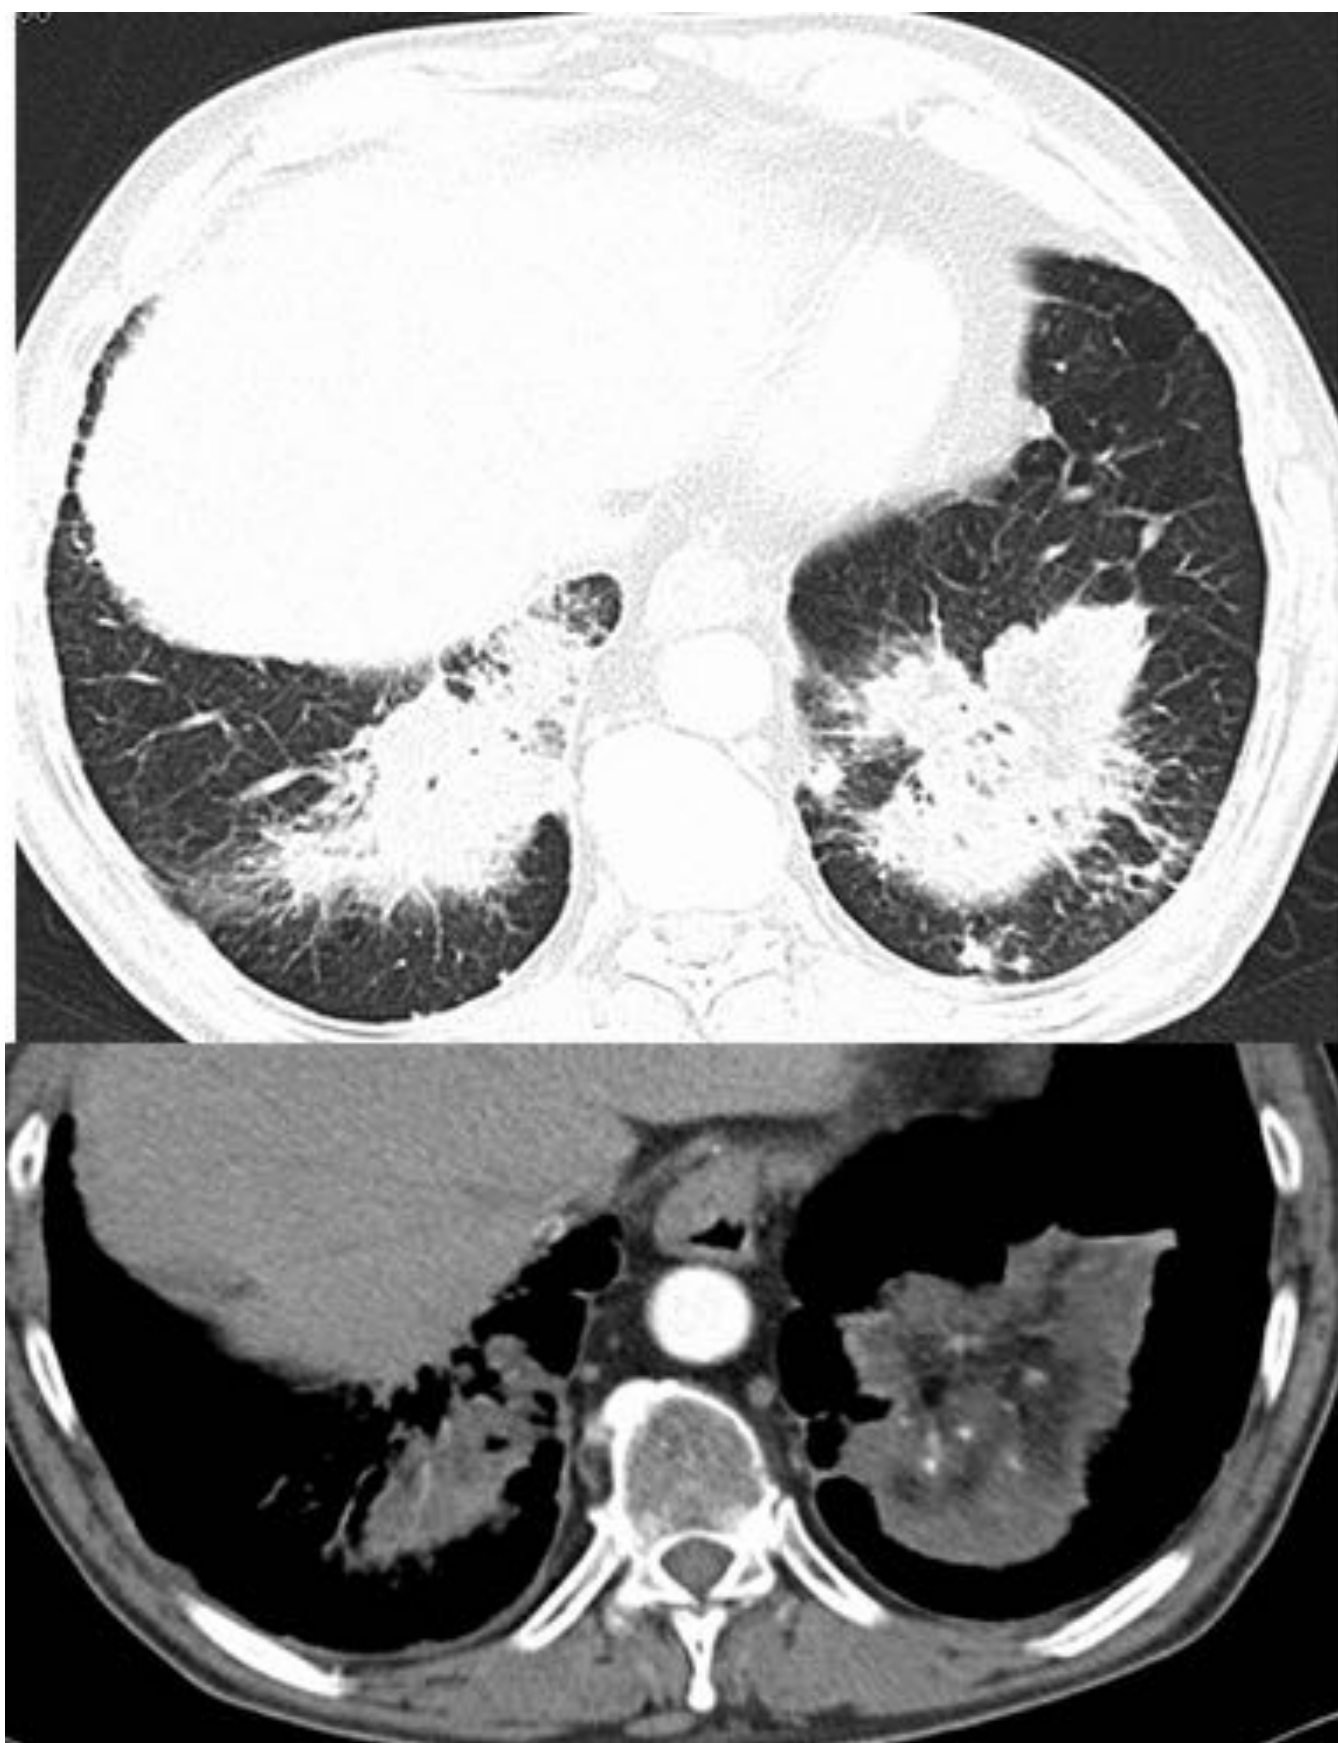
NEUMONIA ORGANIZADA CRIPTOGENÉTICA. TC de tórax .Paciente con cáncer de mama en tratamiento con everolimus. Pequeña consolidación periférica de morfología redondeada, con aireación central en LII.
